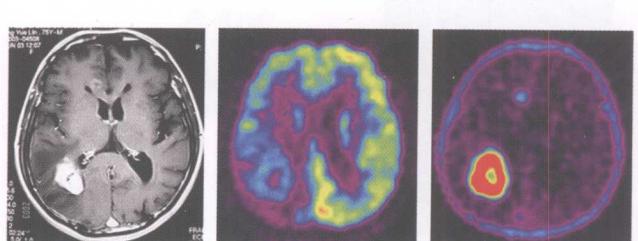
右肺癌脑转移。 ^{18}F -FDG PET显像转移灶无放射性异常浓聚 (图中), ^{11}C -Choline PET显像呈高代谢 (图右), 与 MRI增强 (图左) 相符合
